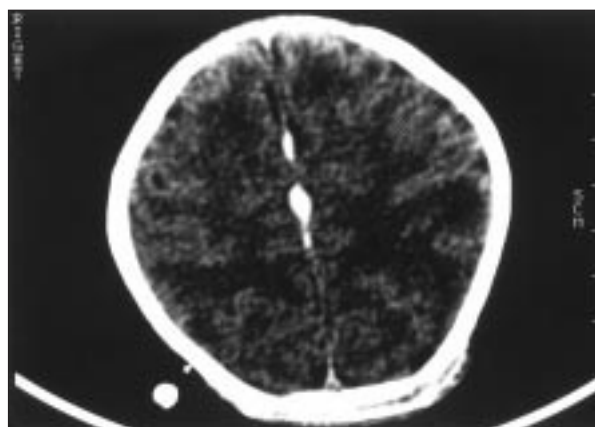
TC craneal: hemorragia subaracnoidea en la hoz craneal.
